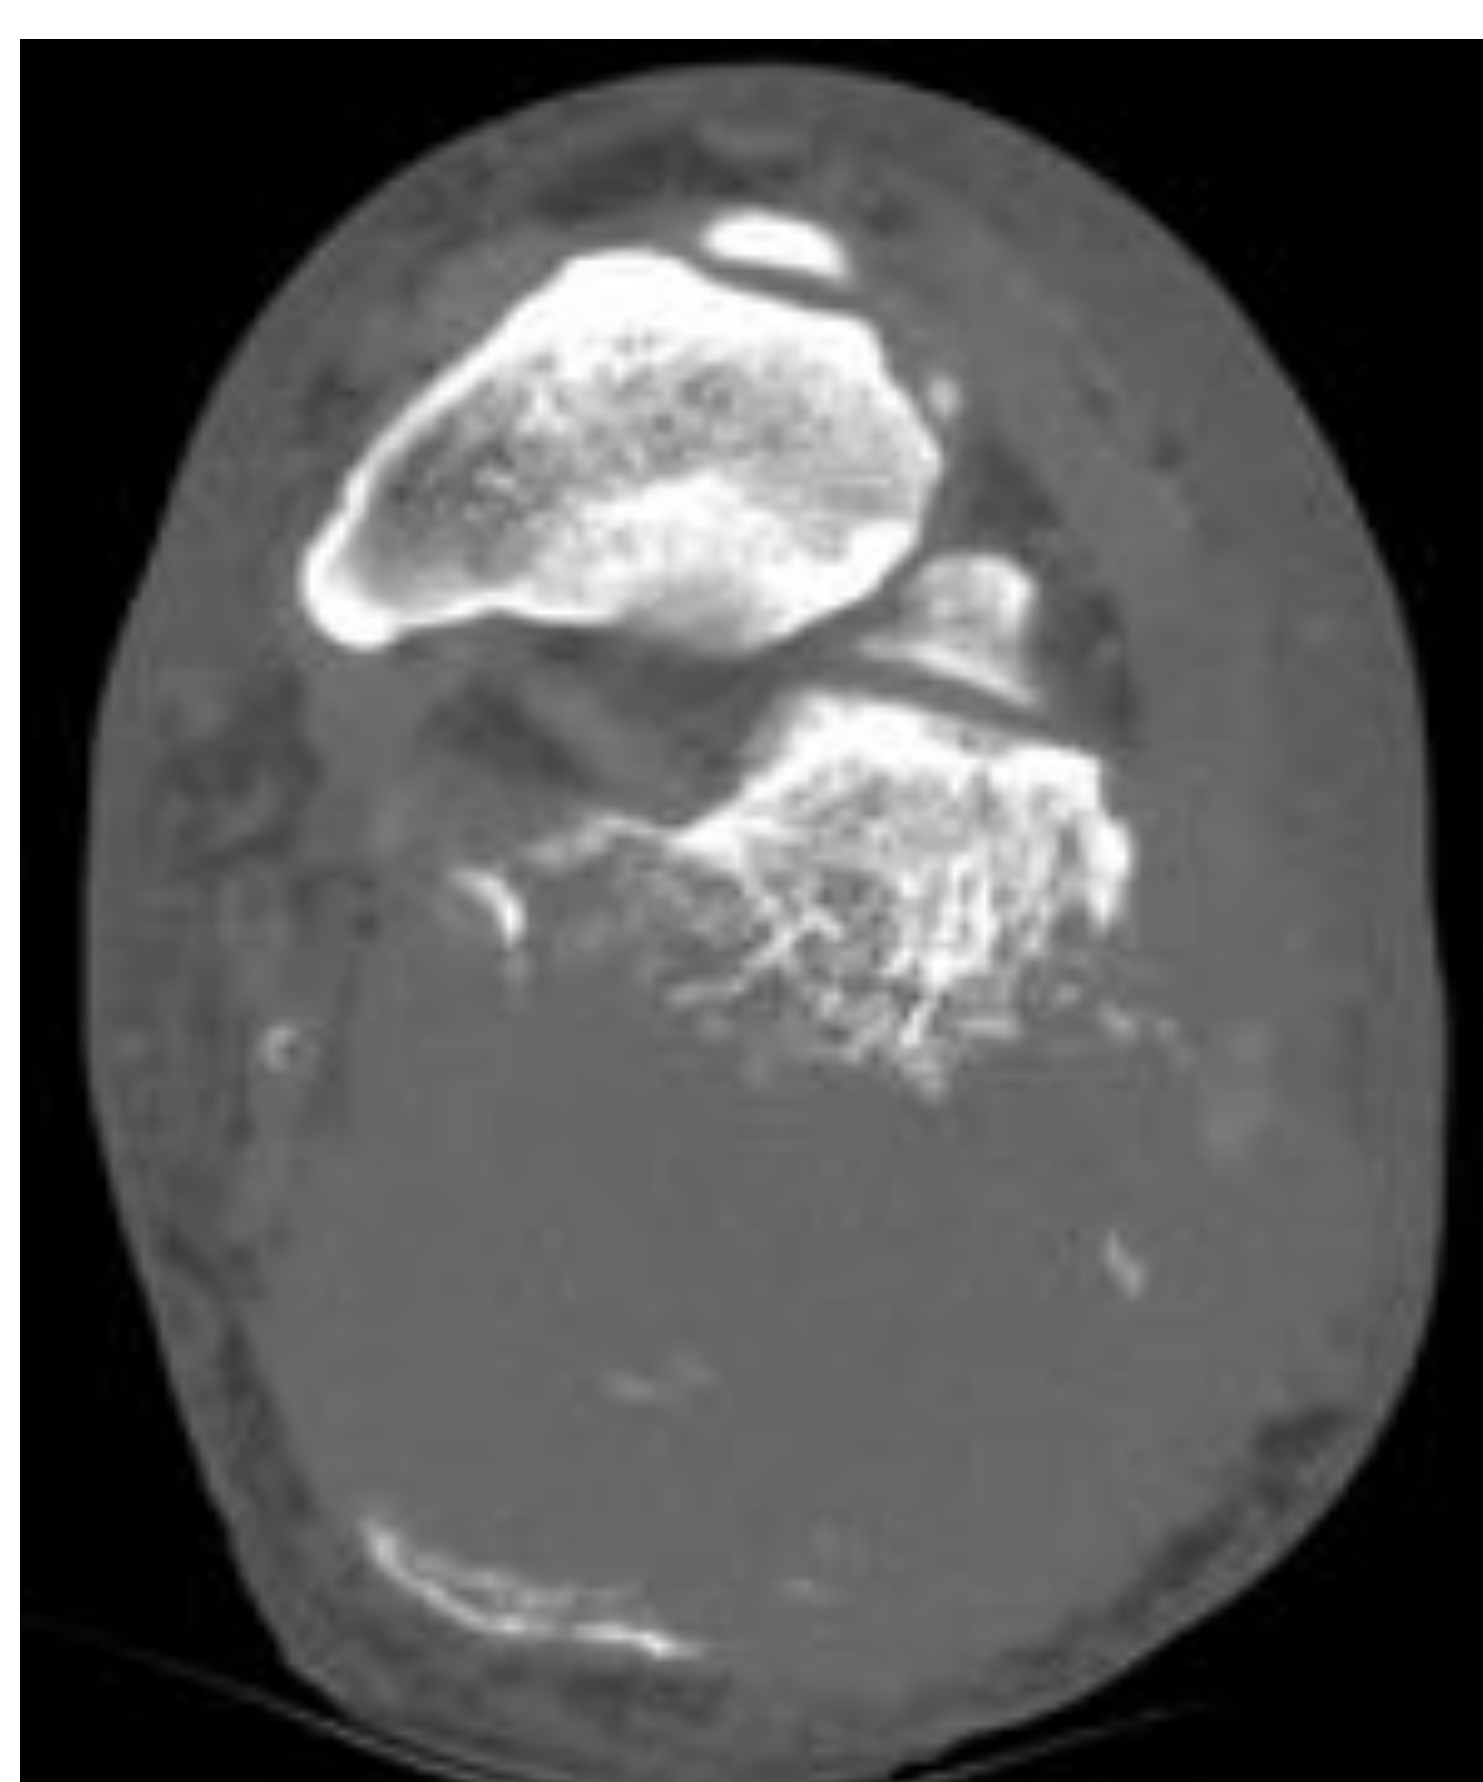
TC axial del tobillo de la Fig.11D.
